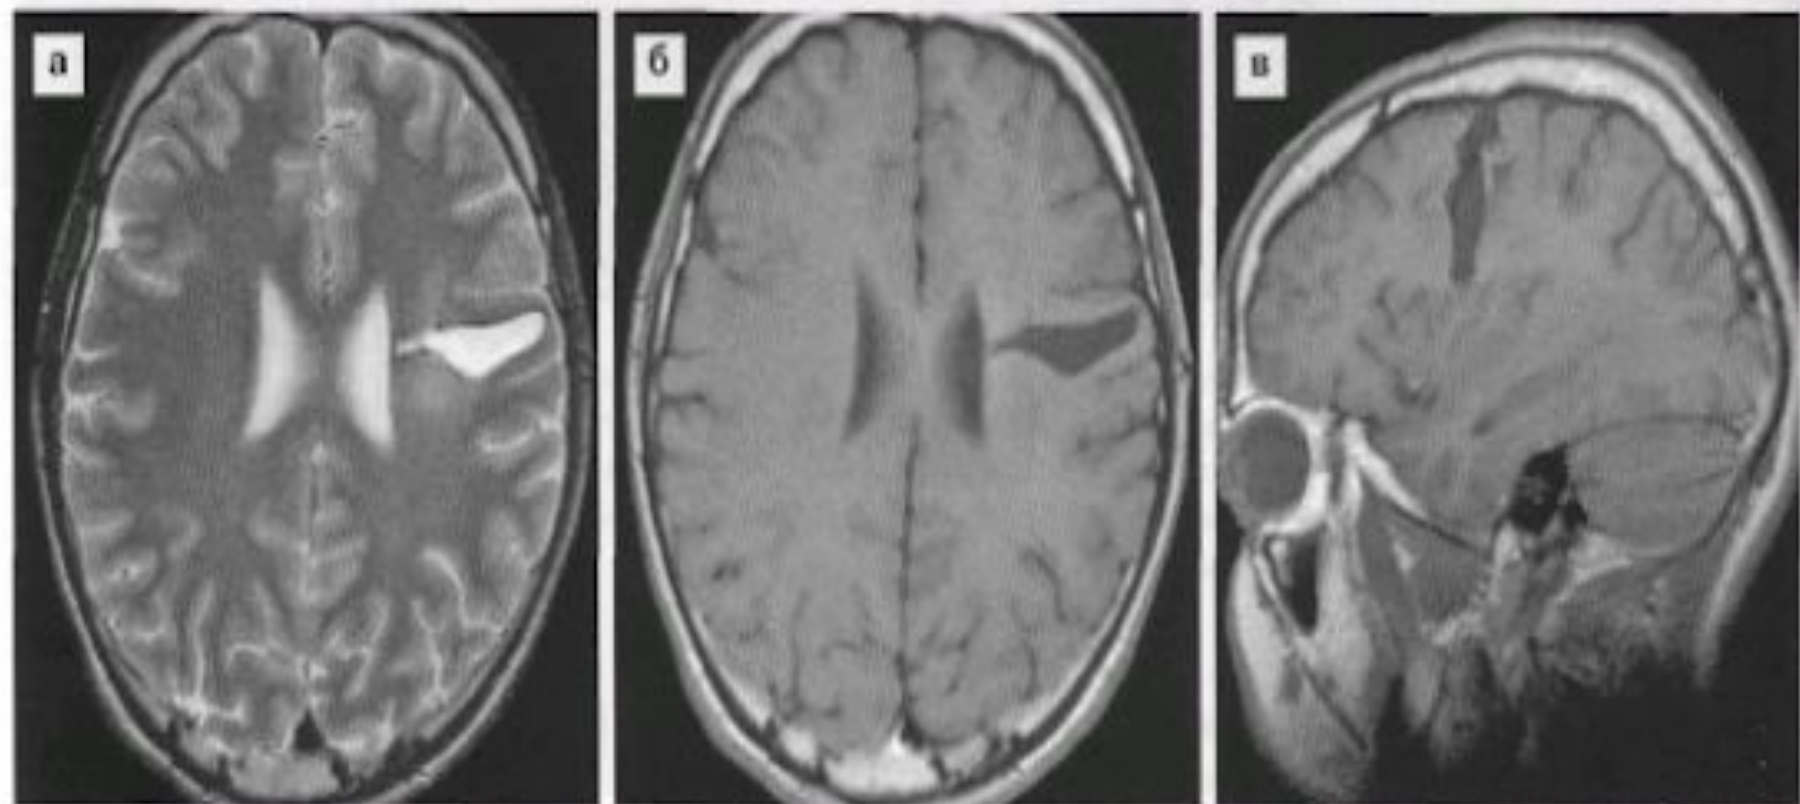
Валлеровская дегенерация кортико-нуклеарного тракта слева у пациента через 12 месяцев после перенесенного ОНМК по геморрагическому типу. МРТ — линейной формы постгеморрагическая киста задних отделов левой лобной доли (а–б).
